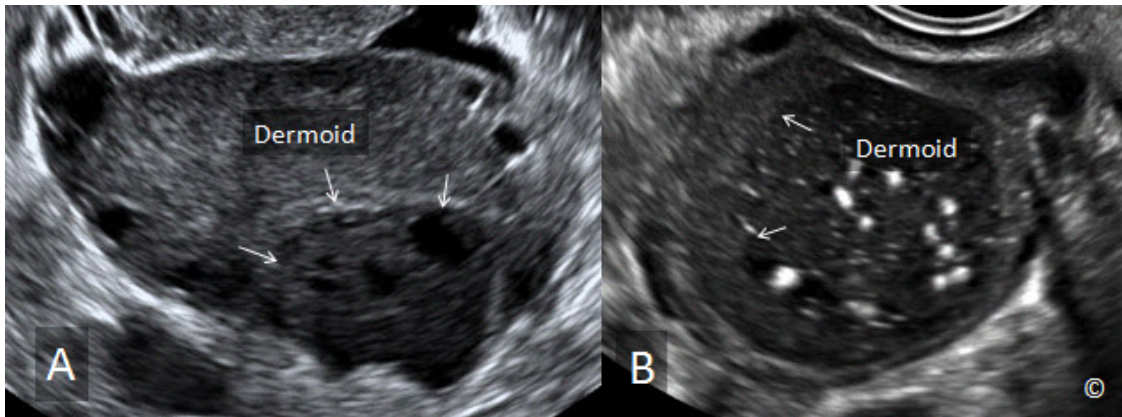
A y B: Ultrasonido transvaginal de los quistes dermoides en A y B. Los quistes dermoides están rotulados en A y B. Las flechas apuntan a tejido ovárico normal. En B, el dermoide es quístico con focos ecogénicos correspondiente al contenido de grasa dentro del líquido.
